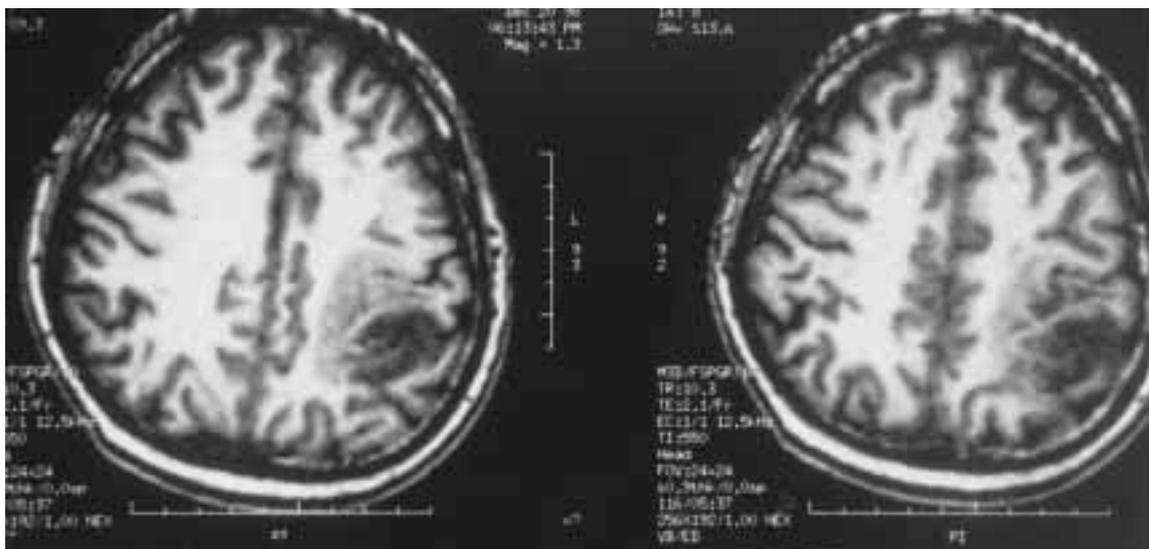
Coupes axiales d'IRM cérébrale pré-opératoire (pondération T1 avec injection de gadolinium) objectivant un gliome de bas grade pariétal gauche, allant jusqu'au contact du sillon central, avec un envahissement de l'aire somato-sensorielle primaire, chez un patient sans déficit neurologique.
